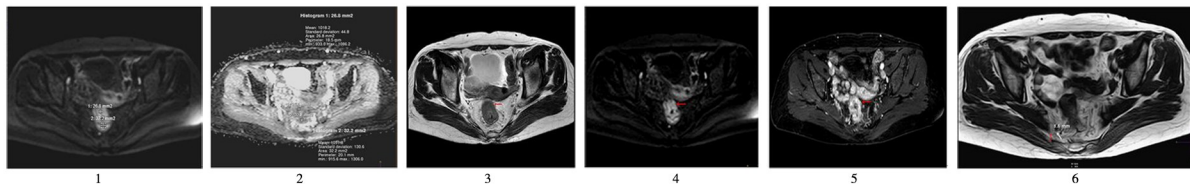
DWI 图找到显示肿瘤最佳层面,画 ROI
